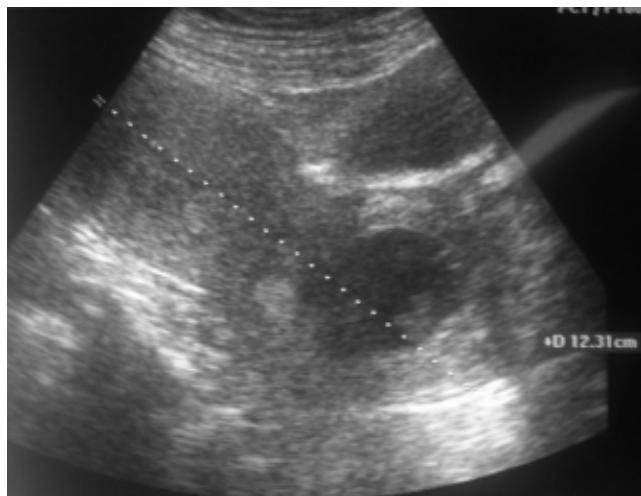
Ultrasonido pélvico que muestra fondo uterino vacío, con eco endometrial lineal y saco gestacional a nivel de canal endocervical, con eco embrionario.
